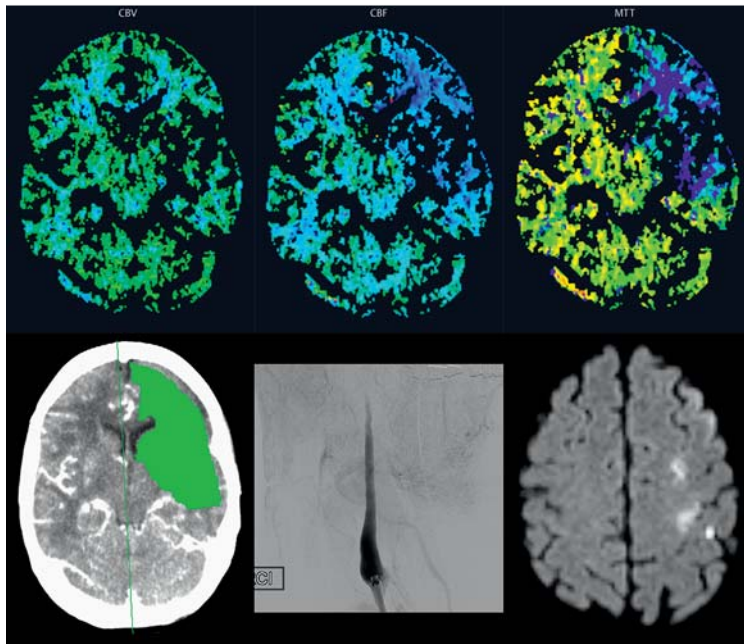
Hämodynamische Kompromittierung durch Dissektion. 53-jährige Patientin mit schwerer linkshemisphärischer Symptomatik. Die Perfusions-CT zeigt ein großes Perfusionsdefizit im Stromgebiet der A. carotis interna links (obere Zeile) mit Nachweis einer Penumbra (untere Zeile, links). Bereits in der CTA lagen Hinweise auf eine Dissektion der A. carotis interna links mit konsekutiven Verschluss vor. Angiografisch konnte der Befund bestätigt werden (untere Zeile, Mitte) und wurde stentgeschützt rekanalisiert. Kein Nachweis eines peripheren Embolus, allerdings zeigte die postinterventionelle DWI (untere Zeile, rechts) kleine embolische Infarkte.
